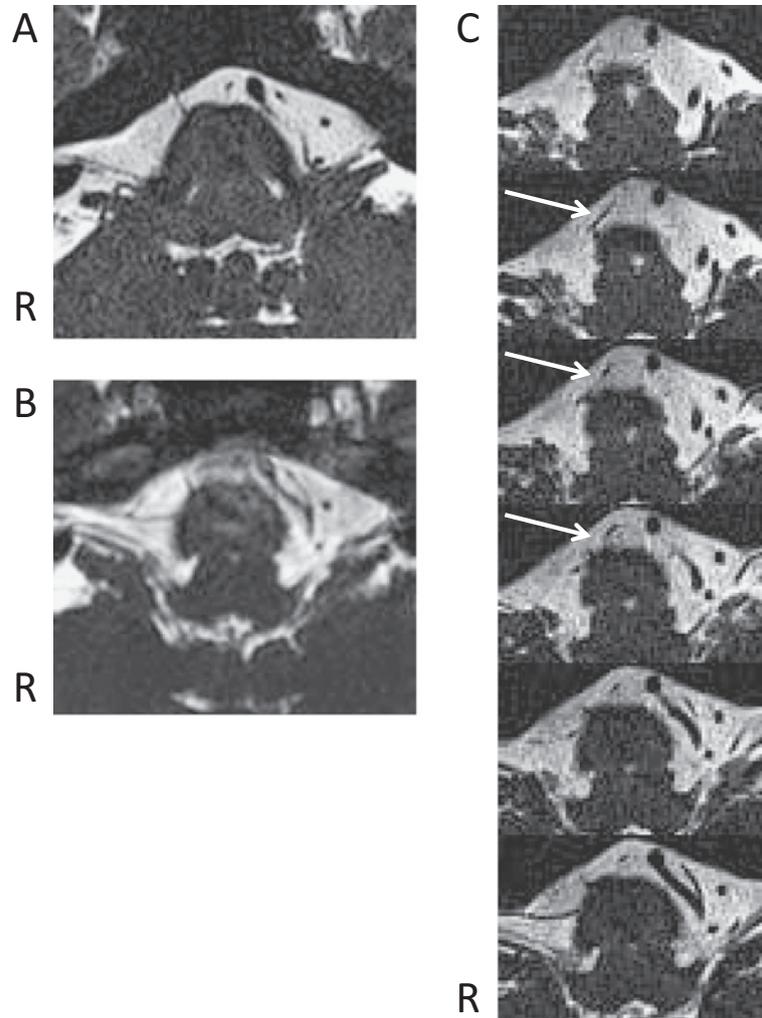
Axial MRI at the pontine level. Constructive interference in steady-state (CISS) MRI (TR 1,380 msec; TE 187 msec) obtained on day 3 (A) and day 21 (B) depicting the right abducens nerve of the cisternal portion. No thickening of the right abducens nerve is observed. A CISS sequence MRI (C) showing neurovascular contact between the right abducens nerve and anterior inferior cerebellar artery (arrows).
